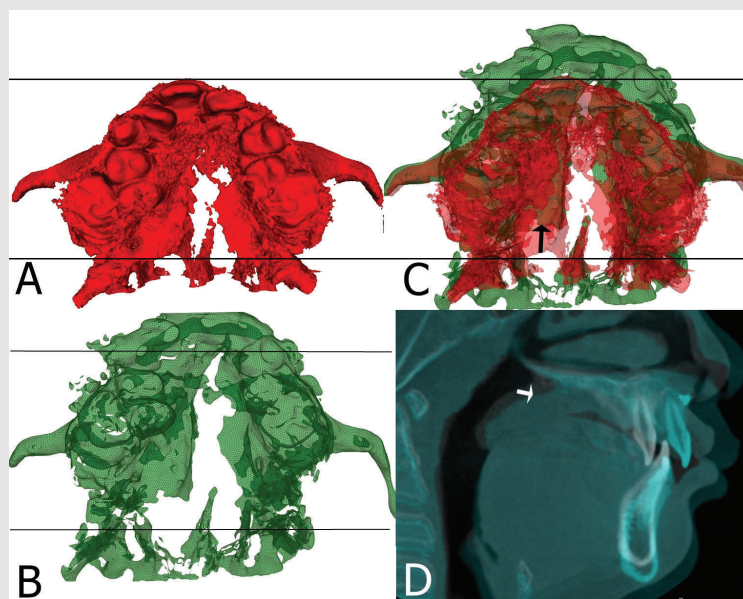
Comparison of cone beam CT images. A, Pretreatment maxilla (red). B, 1 year after DO (green). C and D, Superimposition of pretreatment and 1 year after DO. Registered at anterior cranial base. Although maxilla moved 10 mm anteriorly relative to the pterygoid plates (black arrow on C), soft palate moved anteriorly only 4 mm (white arrow on D).
